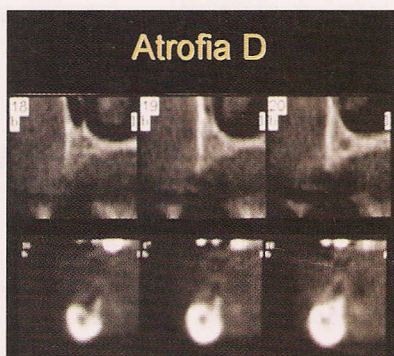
Correlación radiológica (CT) de la atrofia tipo D
